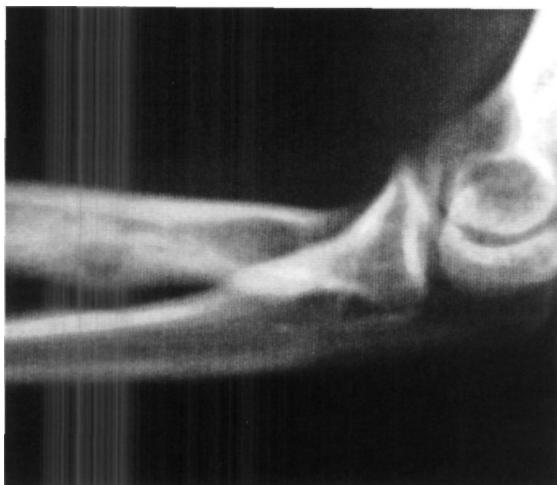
Radiografía simple. Imagen osteolítica con reacción periostica
